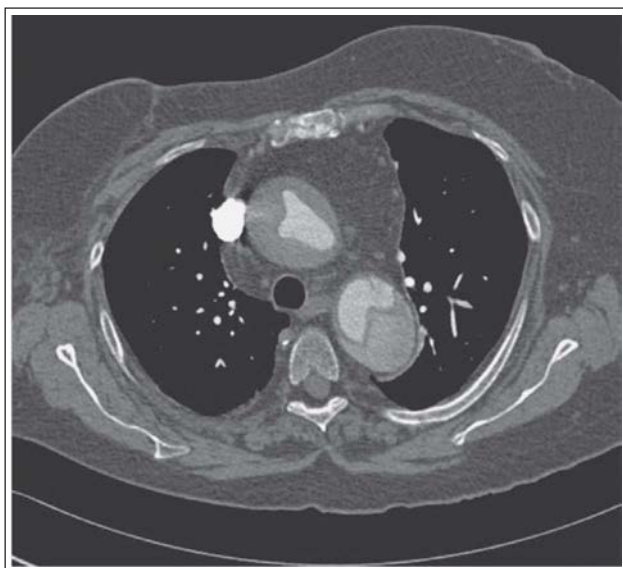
CT-Scan mit Kontrastmittelinjektion: Aortendissektion Typ A.
